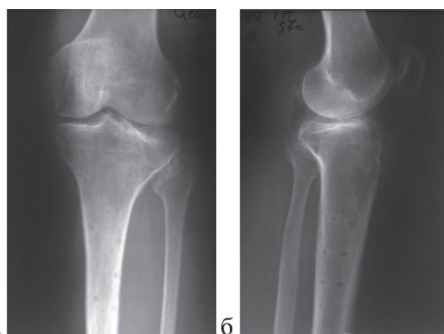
Пациентка С., 56 лет. Рентгенограмма левого коленного сустава после удаления металлофиксаторов: а – прямая проекция; б – боковая проекция
